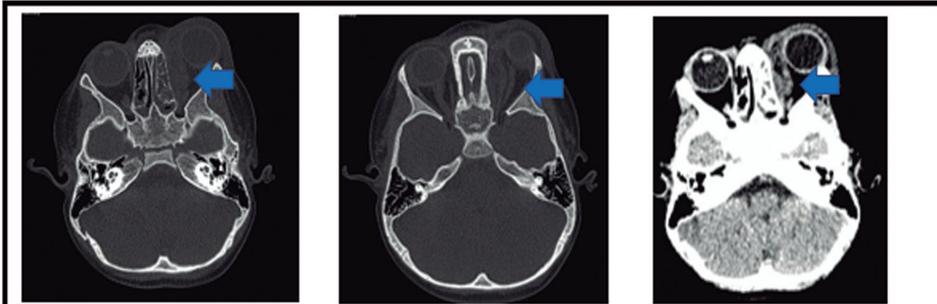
Tomografía axial computada (TAC) de encéfalo y órbita (cortes axiales). Muestra colección heterogénea medial intraorbitaria izquierda de 20 mm de diámetro mayor que desplaza a lateral músculo recto medial sin compromiso de nervio óptico, con sinusitis etmoidal izquierda.
